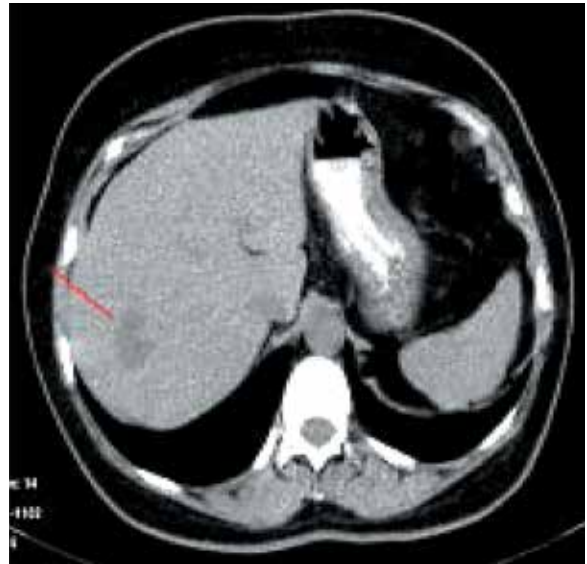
Пациентка Б.: срез КТ органов брюшной полости (выраженное уменьшение очагов печени на границе S5 и S8 (верифицированный) с  $2,9 \times 2,3$  до  $2,6 \times 1,8$  см)
